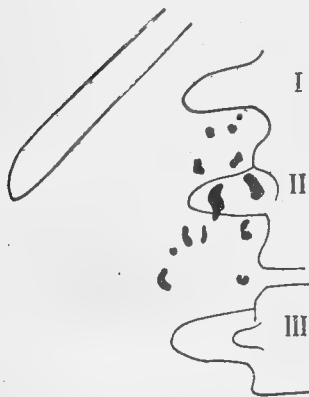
Radiographie le 26 octobre 1921, 106 jours après l'opération (Henri Bécclère).
